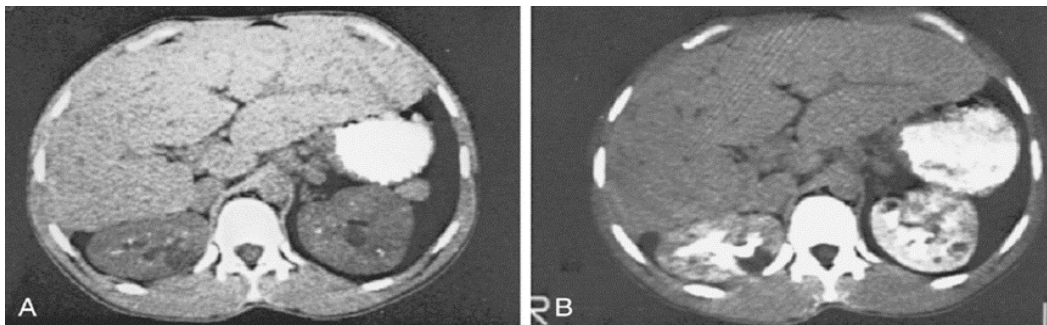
Tomografía computarizada (TC) de un paciente con PQRAR cuya concentración de creatinina y pruebas de función hepática estaban dentro de los rangos de referencia. El paciente tenía signos clínicos de hipertensión portal (varices gástricas, esplenomegalia). A. TC sin realce con contraste. Existe una hepatomegalia, pero sin imágenes quísticas. Los riñones están ligeramente aumentados de tamaño y contienen áreas radiodensas focales (nefrolitiasis). B. TC tras la administración contraste yodado, donde se observan áreas quísticas en ambos riñones.
